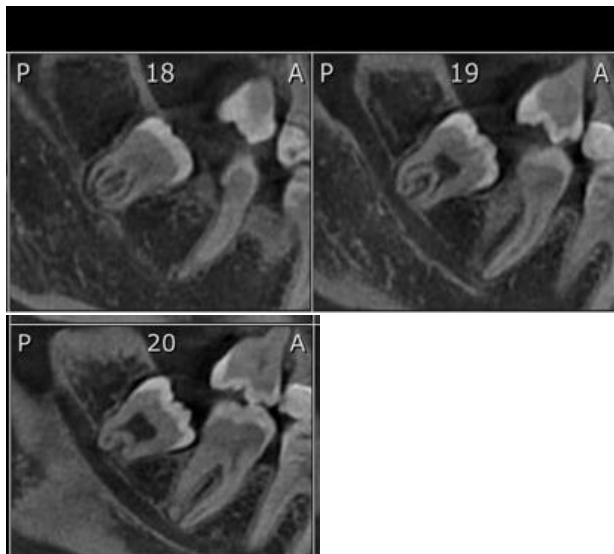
Radiografia de cortes oblíquos
